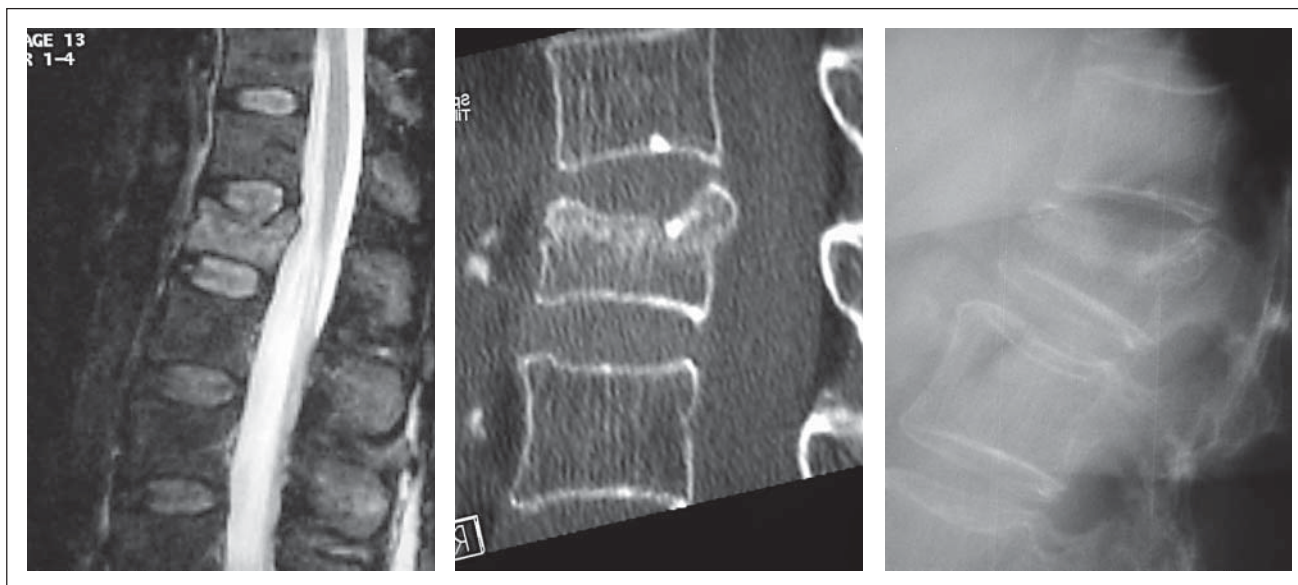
67-jährige Patienten mit einer 4 Wochen alten LWK1-Fraktur und ausgeprägter Schmerzsymptomatik. In der TIRM-Sequenz des MRT erkennt man eine deutliche Signalanhebung in LWK1.
